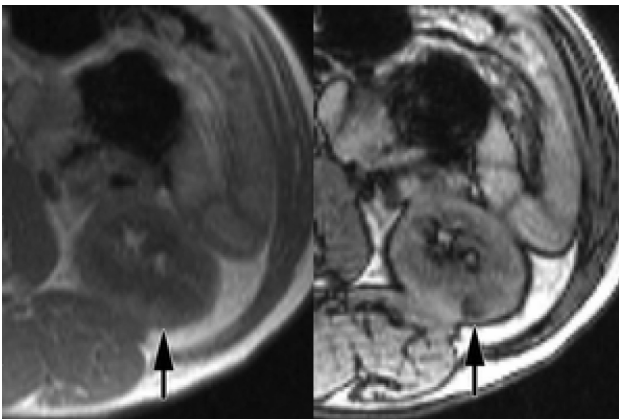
Ангіоміліома – МРТ дослідження в фазу – високий сигнал невеликого об'ємного утвору та падіння сили сигналу поза фазою, характерні для цієї пухлини
